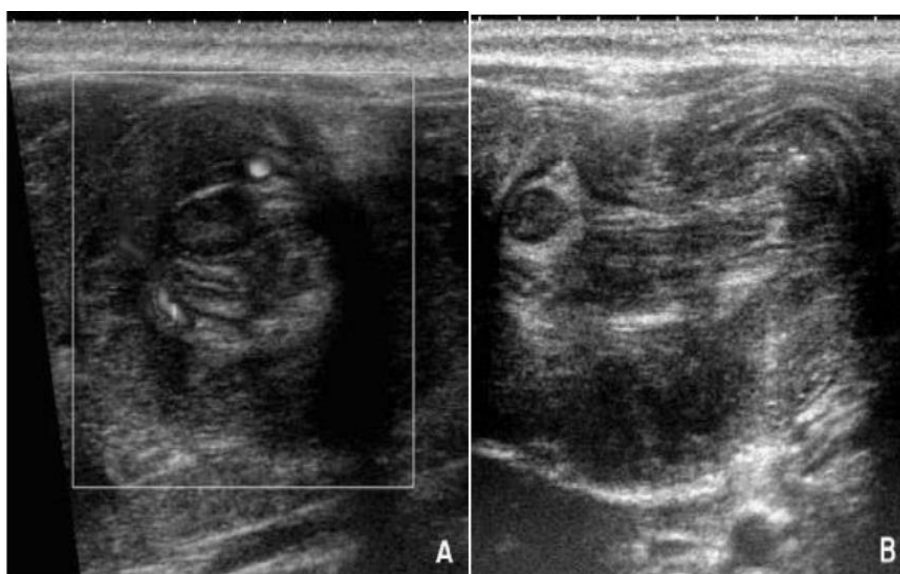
Image en cocarde et en sandwich échographique [29]
